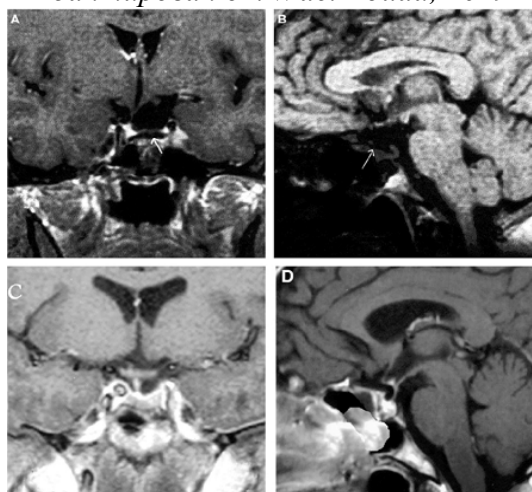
Предоперационная Т1-взвешенная саггитальная и коронарная МРТ у пациента с вторичной СПТС, показывающая тракцию хиазмы вниз и растяжения ножки гипофиза.
